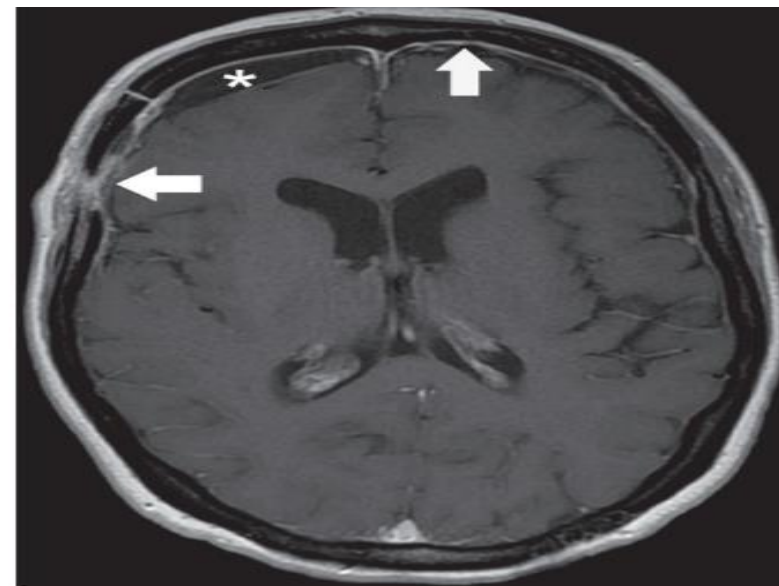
GPA in a 50-year-old woman. Axial contrast-enhanced T1-weighted MR image shows diffuse pachymeningeal enhancement (arrows) and chronic subdural hematoma (*).
